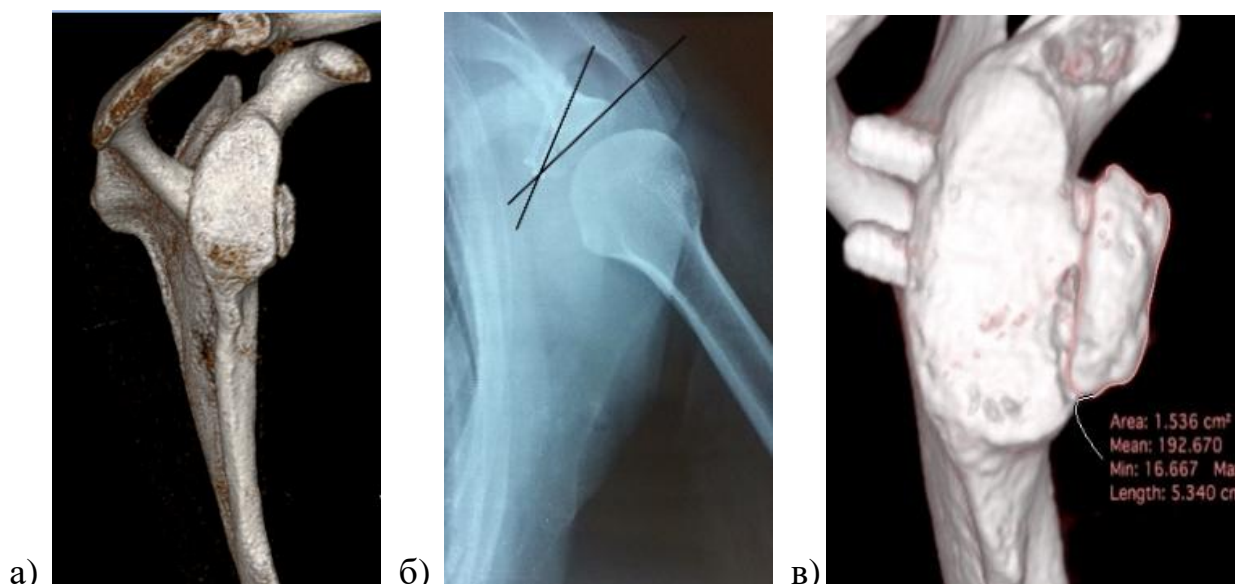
Рентгенограммы и КТ-картина плечевого сустава пациента М., 24 лет: а. – до операции (визуализация дефекта передней части суставной поверхности лопатки III тип по классификации Scheibel М., 2011); б и в – через 3 месяца после оперативного лечения.
